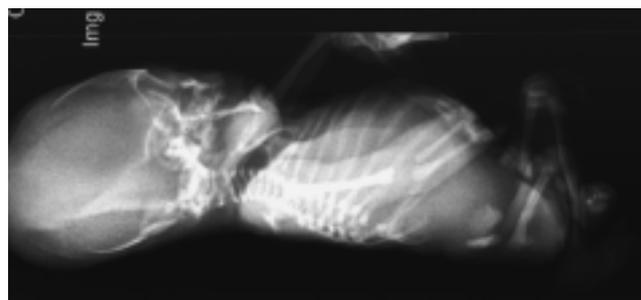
Radiografía lateral de feto al nacimiento con ausencia de sacro y vértebras lumbares.
